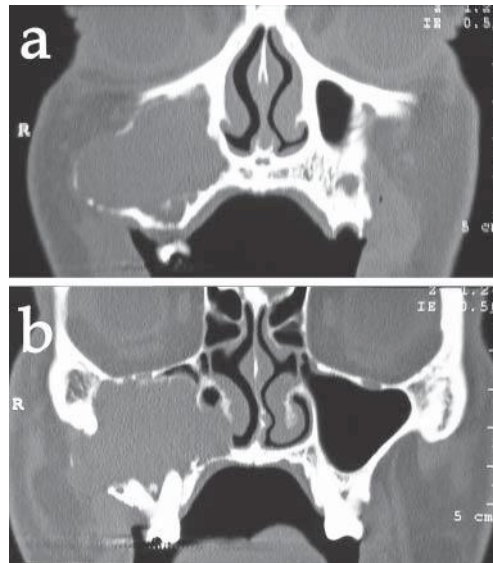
TC coronal. Expansión a la pared lateral del seno maxilar derecho (a). Destrucción de la pared nasal lateral, invadiendo el meato nasal inferior (b)
